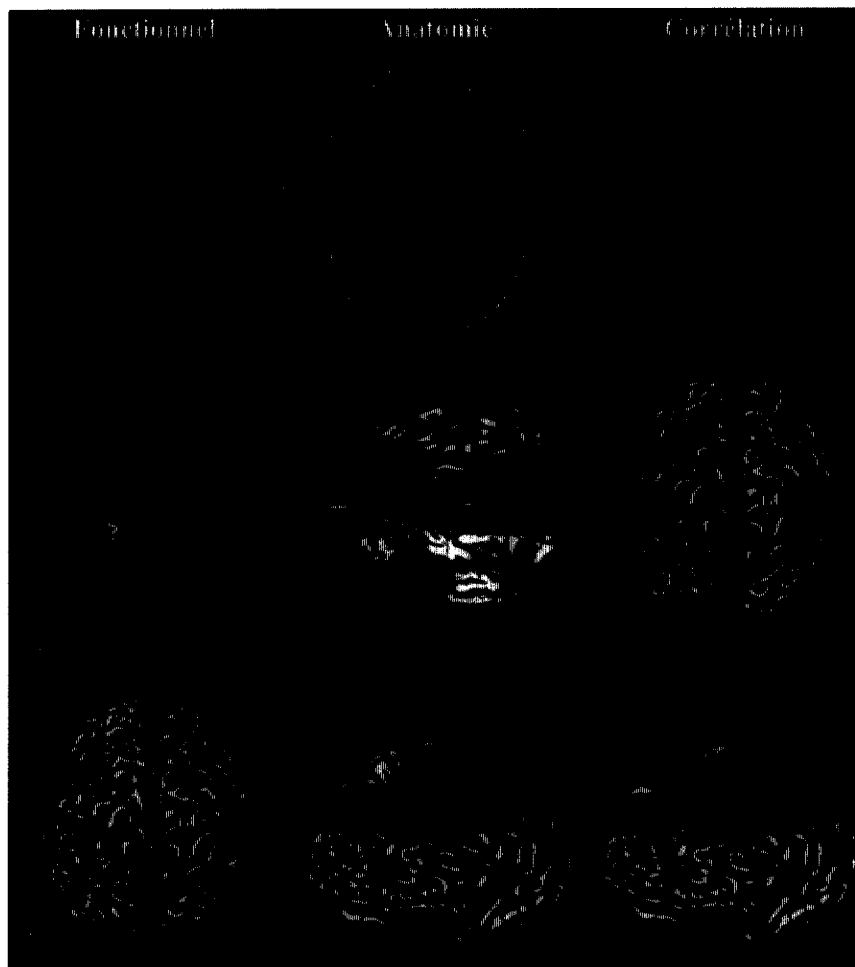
Le recalage entre des images du même sujet issues de modalités anatomiques (IRM) et fonctionnelles (TEP, SPECT, IRMf, etc.) permet d'effectuer des corrélations anatomo-fonctionnelles précises. Ce type d'approche est particulièrement utilisé pour les applications cliniques. (a) Une image SPECT de thallium met en évidence une tumeur, une image SPECT d'ECD décrit ses conséquences au niveau de la perfusion du cerveau. La corrélation avec l'anatomie permet un planning précis de la biopsie qui décidera de la nature exacte de cette tumeur (Val-de-Grâce/SHFJ). (b) Des images TEP de fluorodopa permettent d'estimer la densité des récepteurs dopaminergiques dans les striata. Ce type d'information permet par exemple d'évaluer le succès de greffes neuronales dans le traitement de la maladie de Parkinson (CHU Henri-Mondor/SHFJ) [66]. (c) Localisation de l'aire somesthésique primaire de la main par rapport au sillon central dont le fond est un bon repère de la transition entre l'homonculus moteur et l'homonculus somesthésique [53]. La localisation des aires sensorimotrices est importante pour certains actes chirurgicaux qui cherchent à les préserver.
